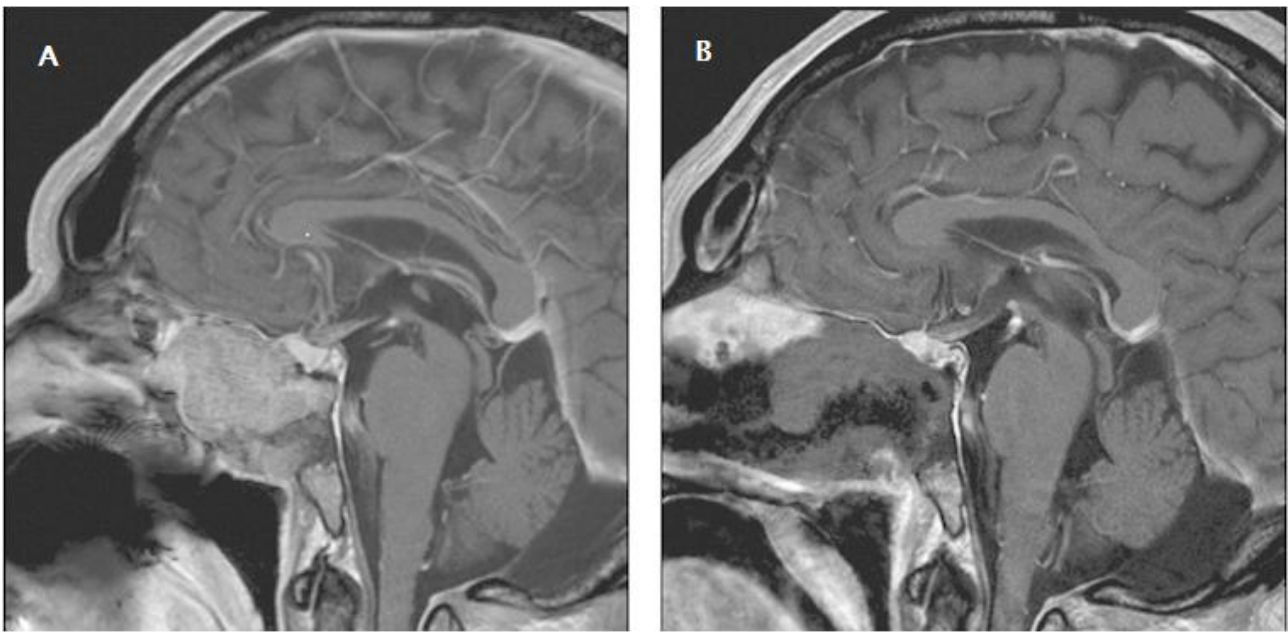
IRM coupe sagittale injectée montrant l'aspect pré (A) et en post-opéatoire d'une résection tumorale d'un chordome par voie endoscopique endonale. [62]
